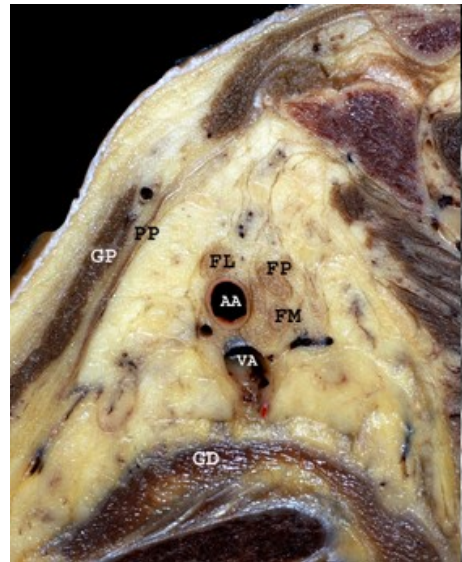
coupes anatomique et échographique au niveau rétro-pectorale dans le plan sagittal oblique. 1 : muscle grand pectoral. 2 : muscle petit pectoral. 3 : artère axillaire. 4 : veine axillaire. P : faisceau postérieur. L : faisceau latéral. M : faisceau médial.
